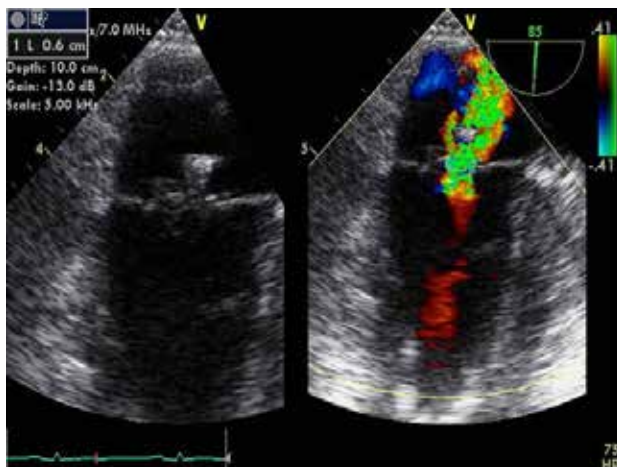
Plano de 2 cámaras del examen transesofágico con vegetación adherida a la superficie auricular del punto de cierre de ambas valvas de la válvula mitral. A la derecha Doppler color evidenciando regurgitación mitral.
